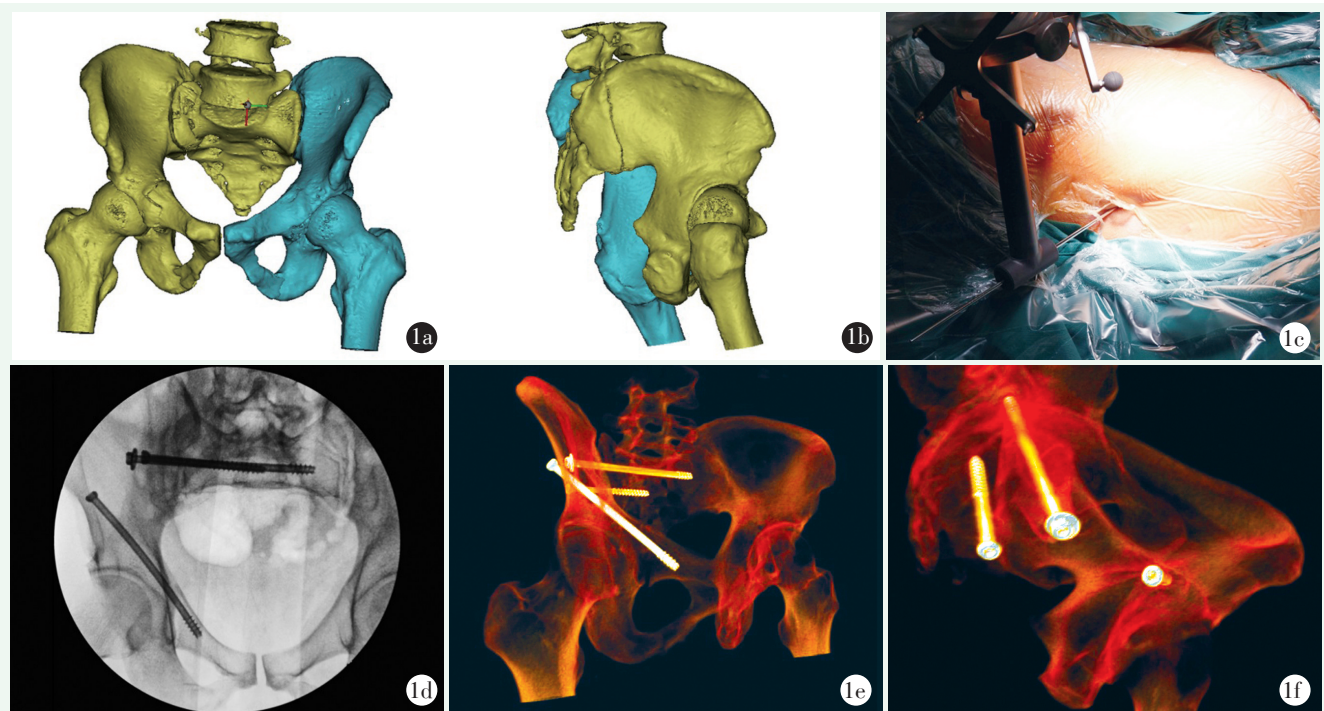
患者，男，40 岁，骶髂损伤合并髋臼前柱骨折 1a: 术前三维重建正位显示骶髂损伤与髋臼前柱骨折（正位） 1b: 术前三维重建侧位显示骶骨骨折 1c: 沿机械臂路径规划方向打入导针 1d: 术中透视显示螺钉置入位置情况 1e: 术后 CT 三维重建髋臼前柱正位显示螺钉位置 1f: 术后 CT 三维重建髋臼前柱轴位显示螺钉位置
